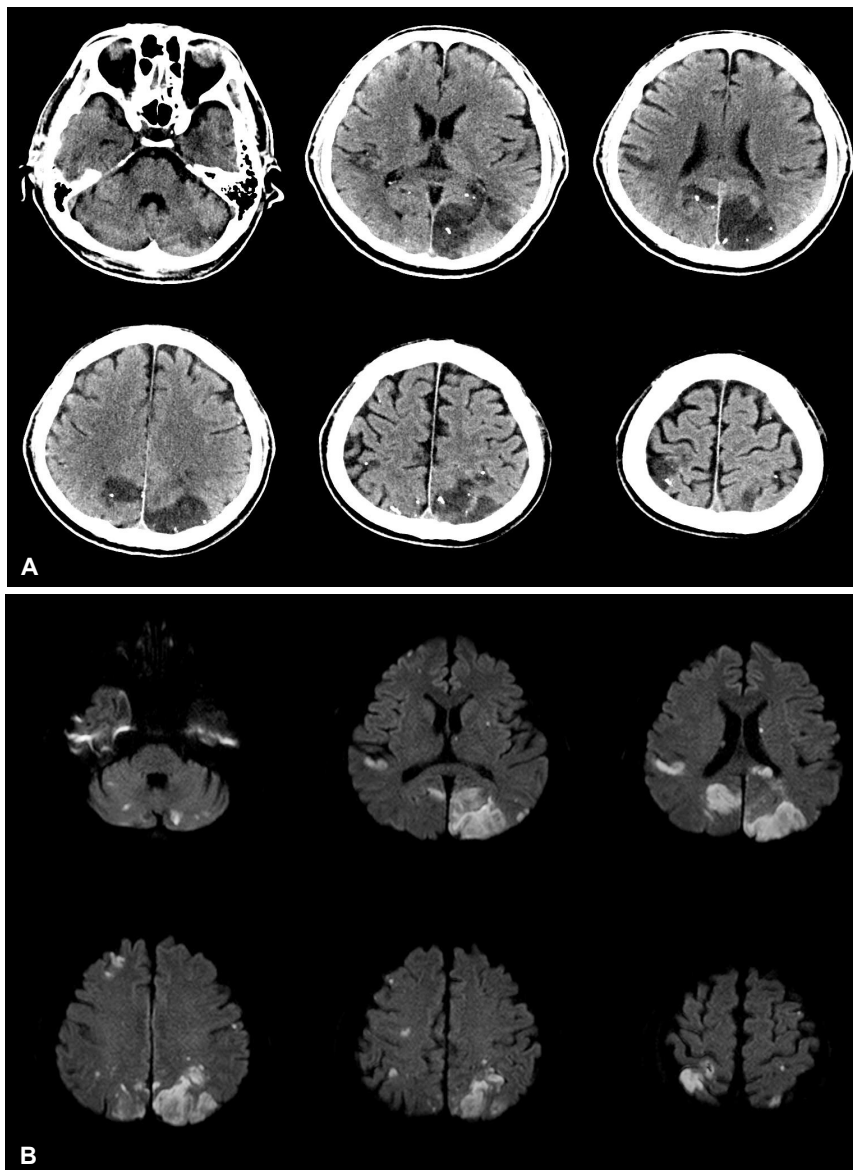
Follow up brain CT and MRI at 10 days later. Brain CT (A) still shows multiple dot-like high densities and bilateral multiple low-density lesions and DWI (B) shows no interval changes. CT; computed tomography, MRI; magnetic resonance imaging, DWI; diffusion-weighted image.
